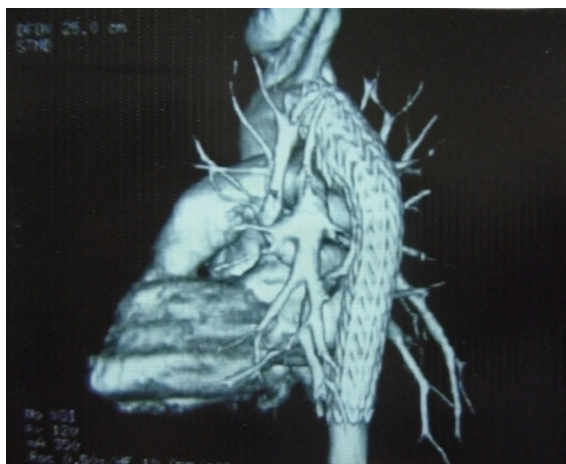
Angiotomografia evidenciando *stent* em aorta descendente.
